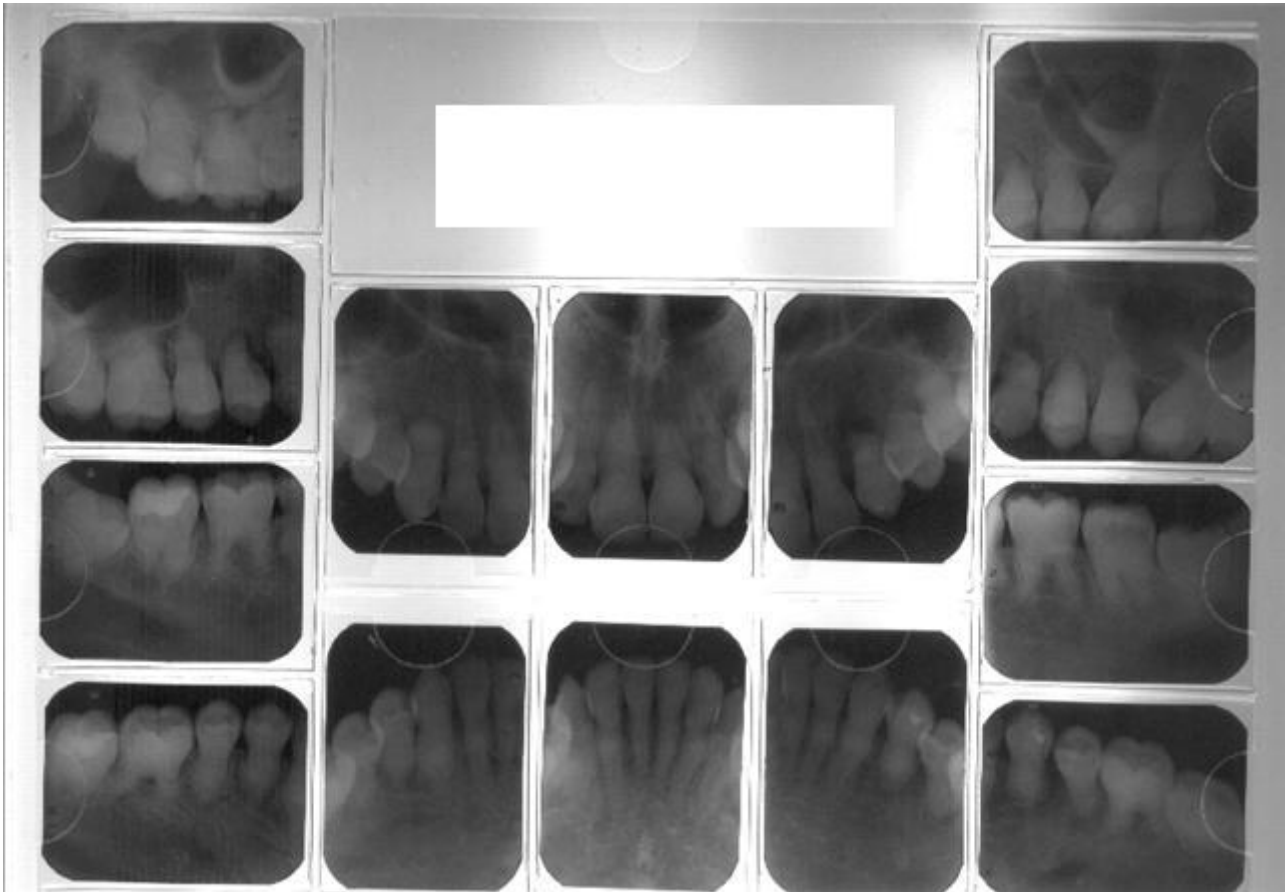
Exame radiográfico periapical série completa (Boca toda).
